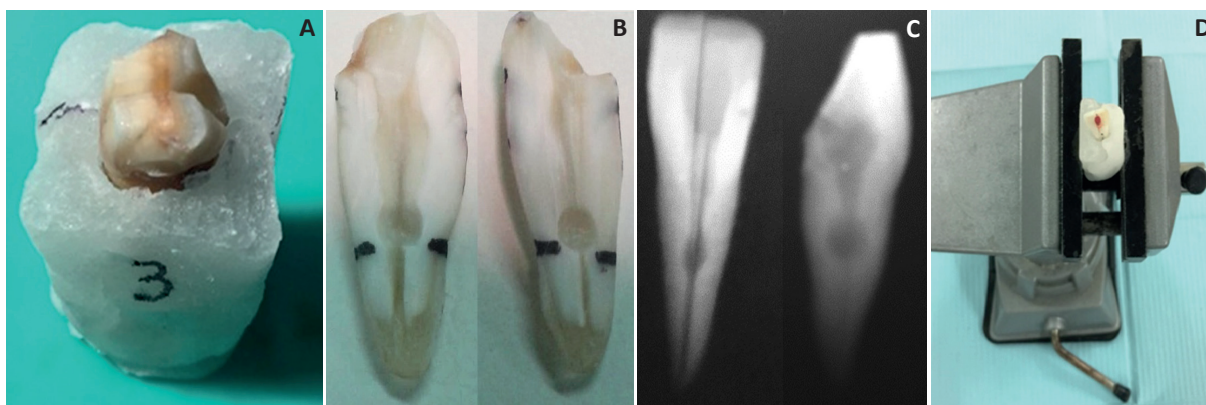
A: Llave de acrílico; B: Tallado de la cavidad en ambas hemisecciones; C: Radiografías en sentido vestibulo-palatino y proximal; D: Fijación vertical en una morsa para su obturación.
